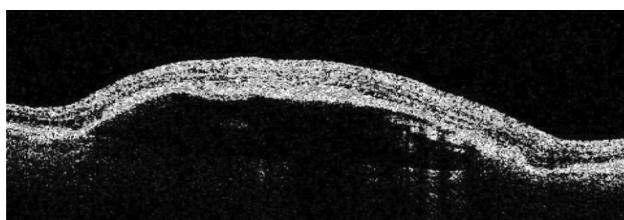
Оптическая когерентная томограмма пациента с транссудативной ОПЭС до лечения.
